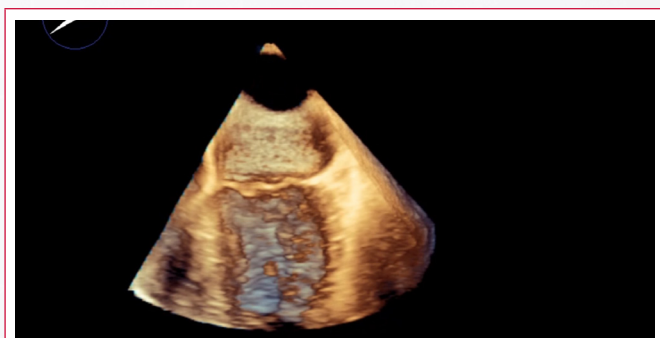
Ecocardiograma transesofágico. Se mide el diámetro mayor de la masa en 1,09 cm.
